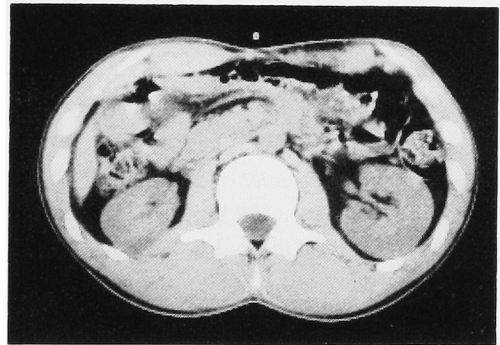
CT shows retroperitoneal lymph node disappeared. (L3 level)
